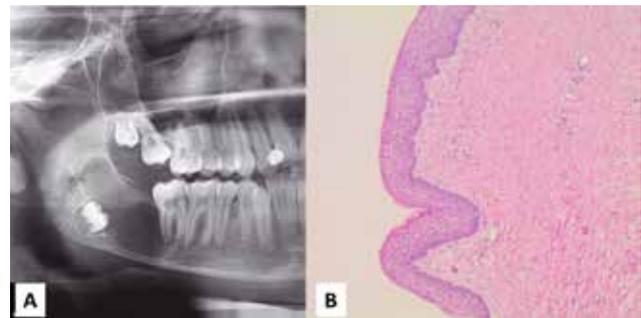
A, radiografia panorâmica exibindo imagem radiolúcida, multilocular, localizada na região de corpo, ângulo e ramo da mandíbula; B, corte histológico (aumento em 40x) revelando fragmento de tecido conjuntivo revestido por tecido epitelial odontogênico, com camada basal em paliçada, camada de paraqueratina corrugada.
